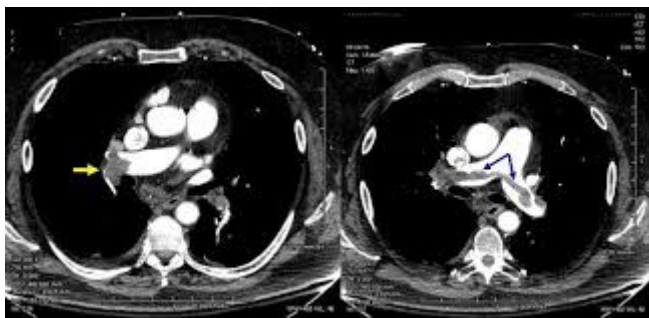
CT toracic cu substanță de contrast. Tromboembolism pulmonar bilateral.
